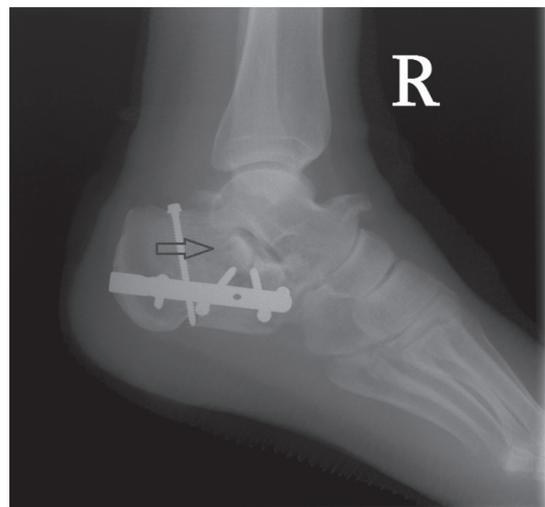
Послеоперационная рентгенограмма. Стрелкой отмечен канал биодеградируемого винта
